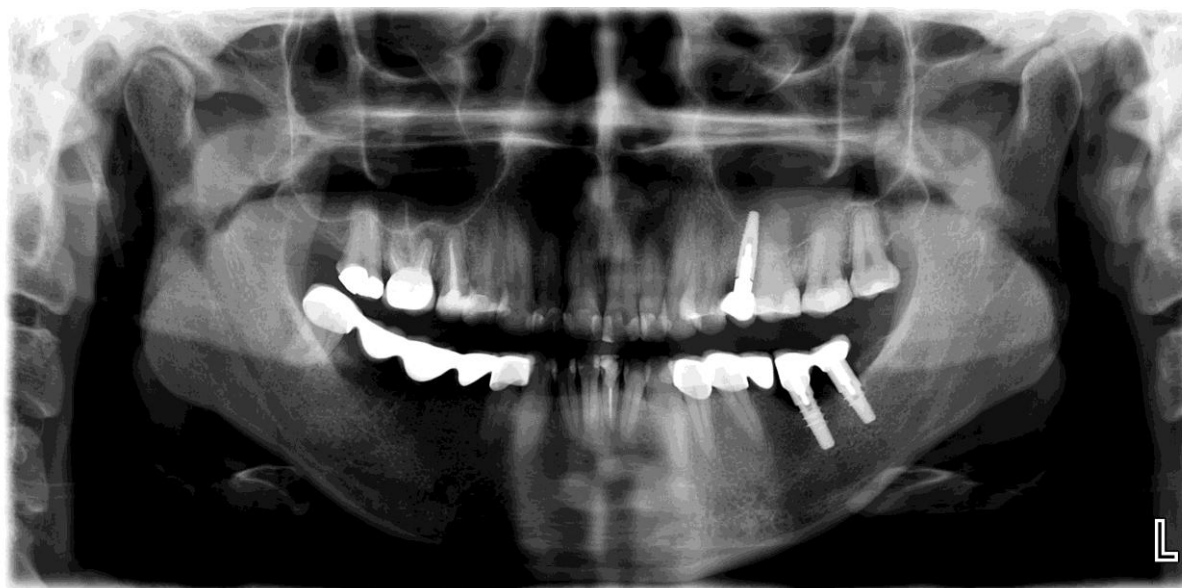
Ortopantomogram snimljen nakon postave dva implantata u donji lijevi kvadrant.
